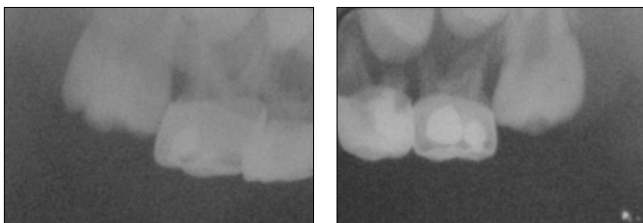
Periapical radiograph after re-setting of crowns.
